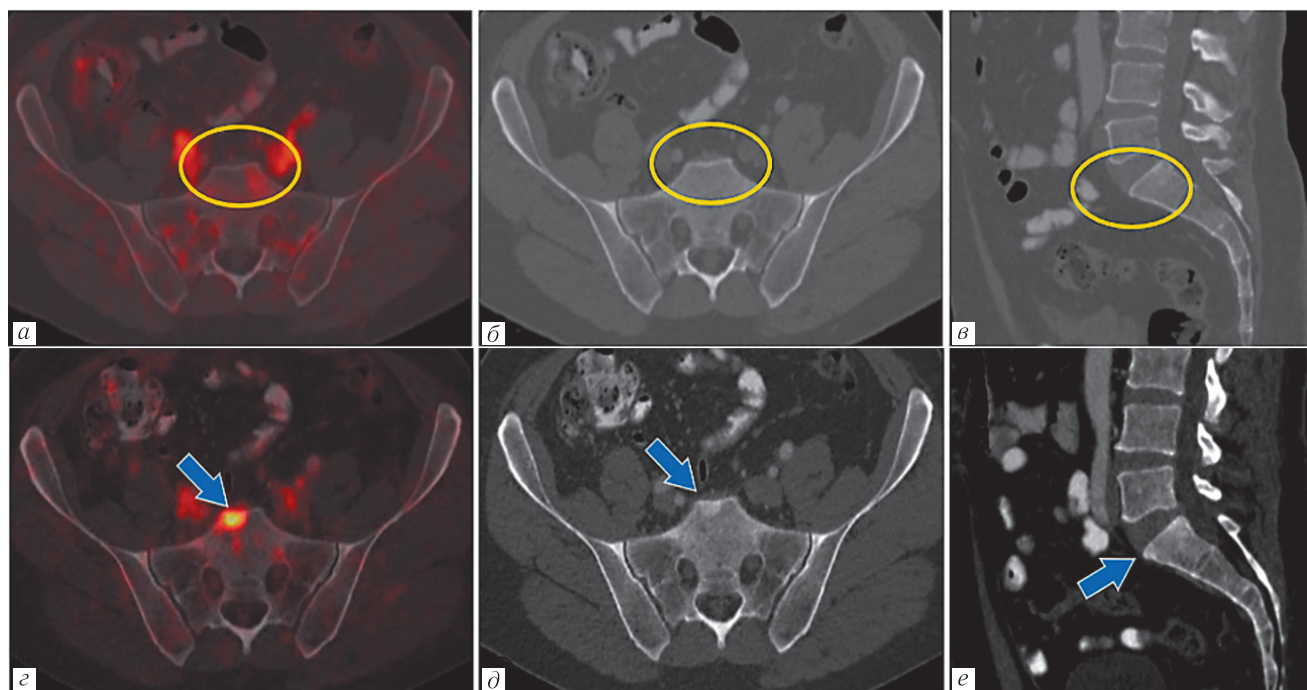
Сравнение ПЭТ/КТ-изображений до выполнения радикальной простатэктомии (*а, б* — в аксиальной проекции, *в* — в сагиттальной проекции) и после (*г, д* — в аксиальной проекции, *е* — в сагиттальной проекции). При первом ПЭТ/КТ-исследовании (верхний ряд изображений) в теле позвонка S₁ остеобластических и ⁶⁸Ga-ПСМА-позитивных очагов не определялось. При повторном ПЭТ/КТ-исследовании (нижний ряд изображений) отмечается появление ⁶⁸Ga-ПСМА-позитивного остеобластического очага в передних отделах тела позвонка S₁ (указан синими стрелками)
